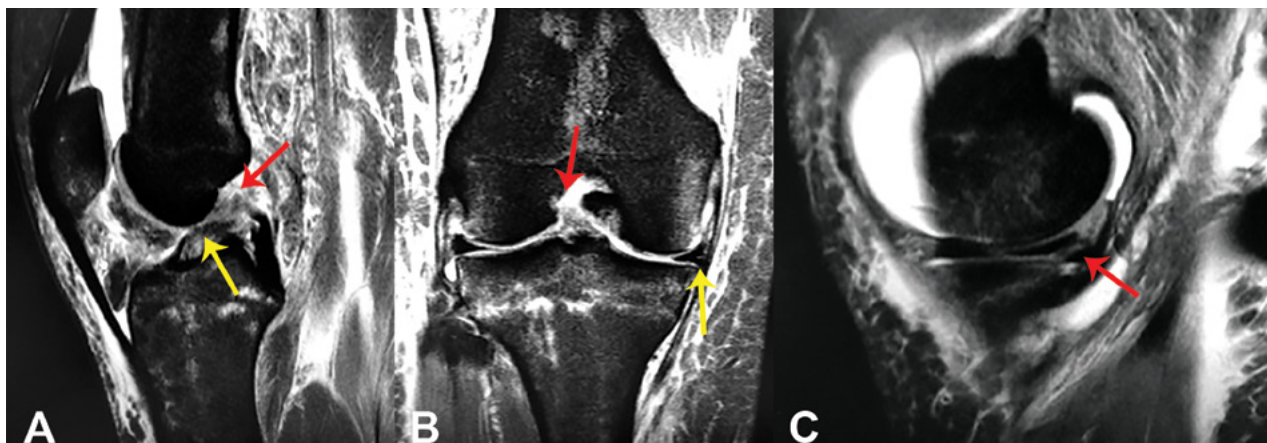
A) Imagen que muestra un corte sagital de Resonancia Magnética Nuclear (RMN) de rodilla donde se observa la avulsión proximal y el remanente del LCA. Flecha Roja (FR): Avulsión Femoral del LCA. Flecha Amarilla (FA): Remanente Completo del LCA. B) Imagen que muestra un corte coronal de Resonancia Magnética Nuclear (RMN) de rodilla derecha donde se observa la avulsión del LCA en su inserción proximal femoral y la lesión del Menisco interno. FR: Avulsión femoral del LCA. FA: Lesión del menisco interno. C) Imagen que muestra un corte sagital de Resonancia Magnética Nuclear (RMN) de rodilla derecha donde se observa la lesión del cuerno posterior del Menisco interno. FR: Lesión del cuerno Post. del Menisco Int.
